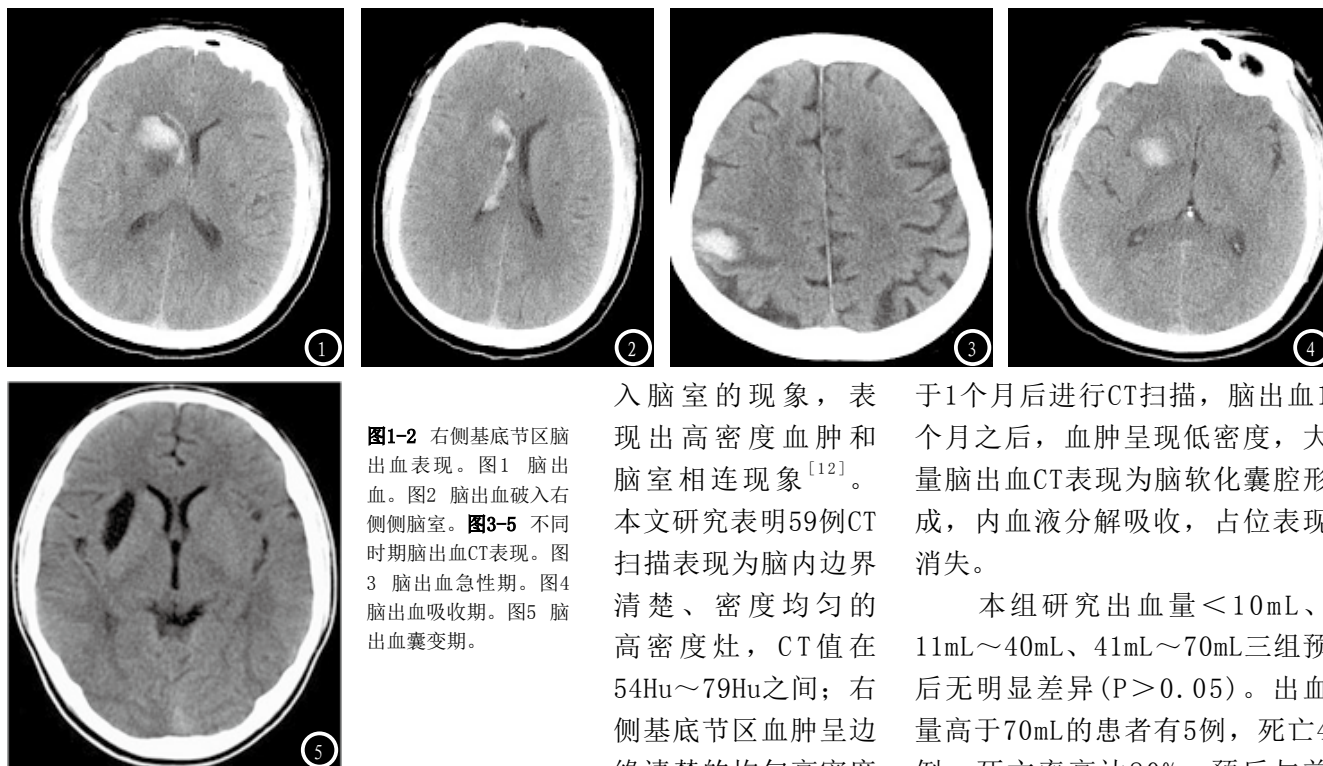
右侧基底节区脑出血表现。图1 脑出血。图2 脑出血破入右侧侧脑室。图3-5 不同时期脑出血CT表现。图3 脑出血急性期。图4 脑出血吸收期。图5 脑出血囊变期。
